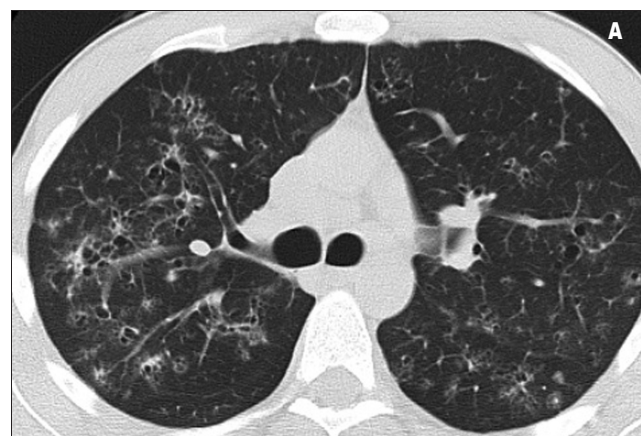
Компьютерная томограмма легких больного С.: А – до лечения, Б – через 1 год и 8 мес ГК-терапии
